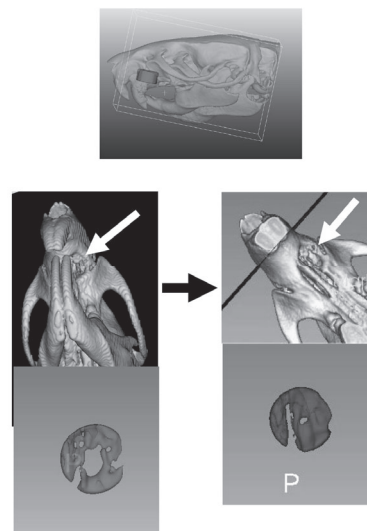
3Dslicer を用いた μ CT 測定
